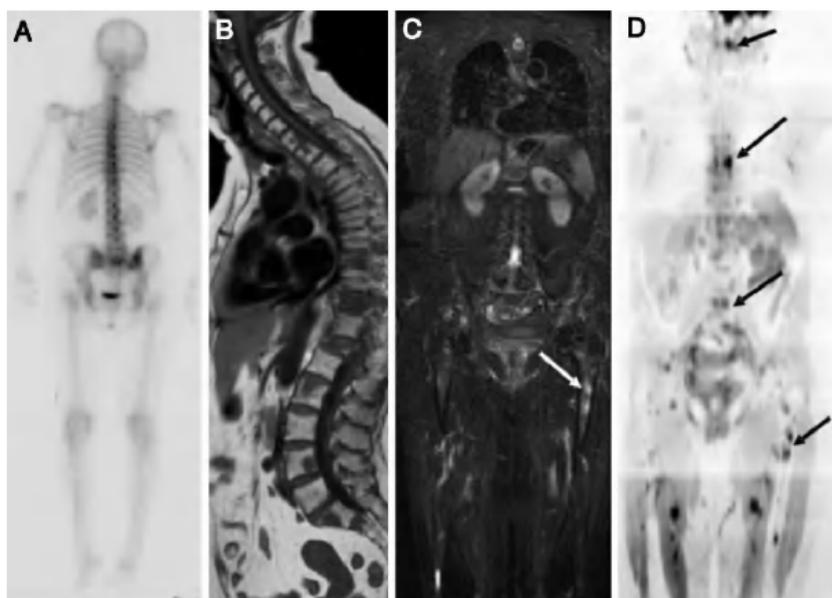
RM-CI vs Cintigrafia Óssea. A) Cintigrafia óssea; B) Corte sagital T1; C) Corte Coronal STIR; D) Difusão de Corpo Inteiro com inversão de contraste
